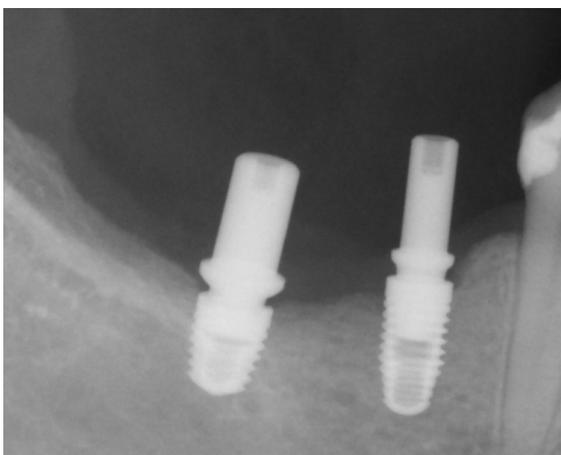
Radiografia periapical para seleção dos componentes protéticos.
